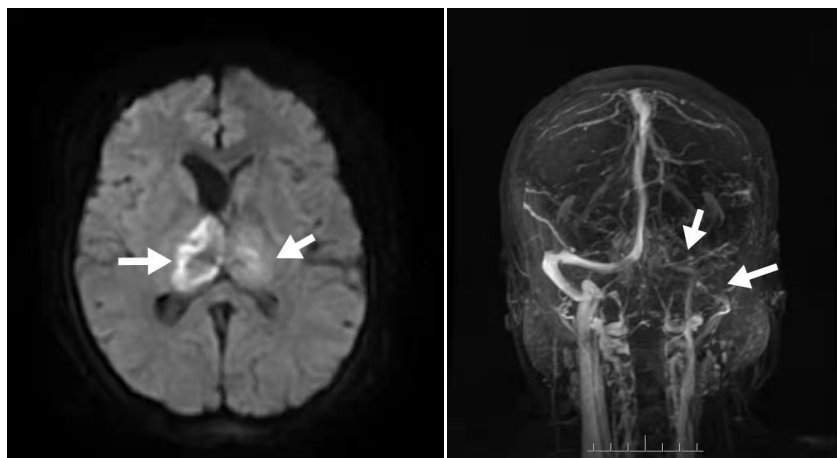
Skull MRI MRV + DWI showed bilateral thalamic infarction. Left internal jugular vein, transverse sinus, straight sinus, sigmoid sinus, inferior sagittal sinus embolism
